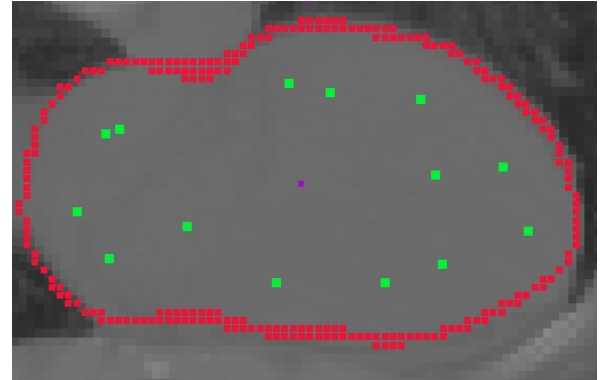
Optimierte Quellenverteilung in CT-Herzschicht T257, $M=289,5$
